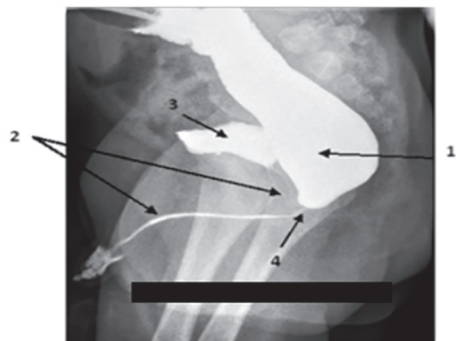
Дистальная стомография. Атрезия ануса. Ректоуретральный (бульбарный) свищ. 1 – прямая кишка; 2 – уретра; 3 – мочевого пузыря; 4 - свищ.
